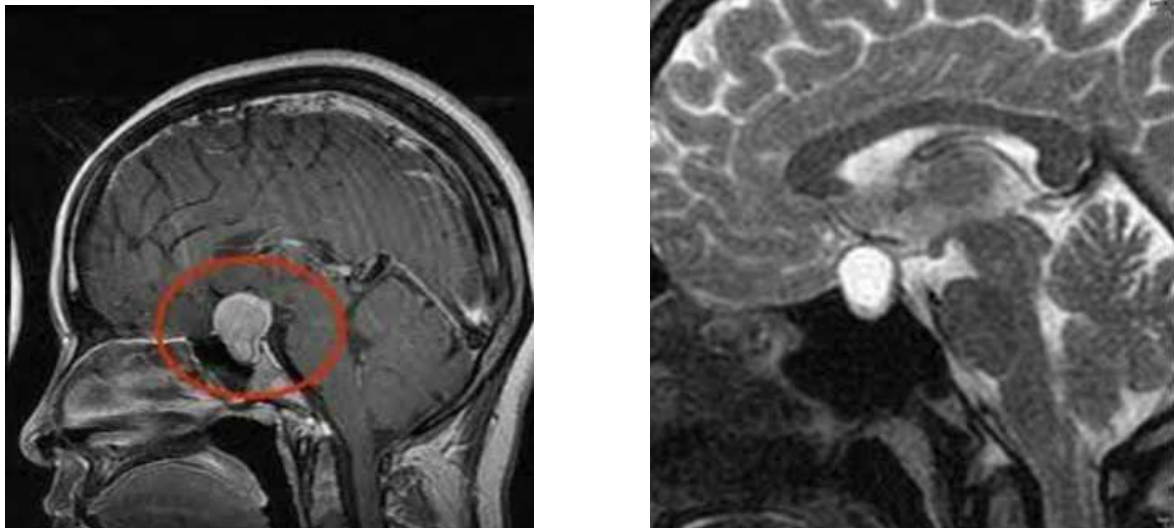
MRT der Hypophyse
